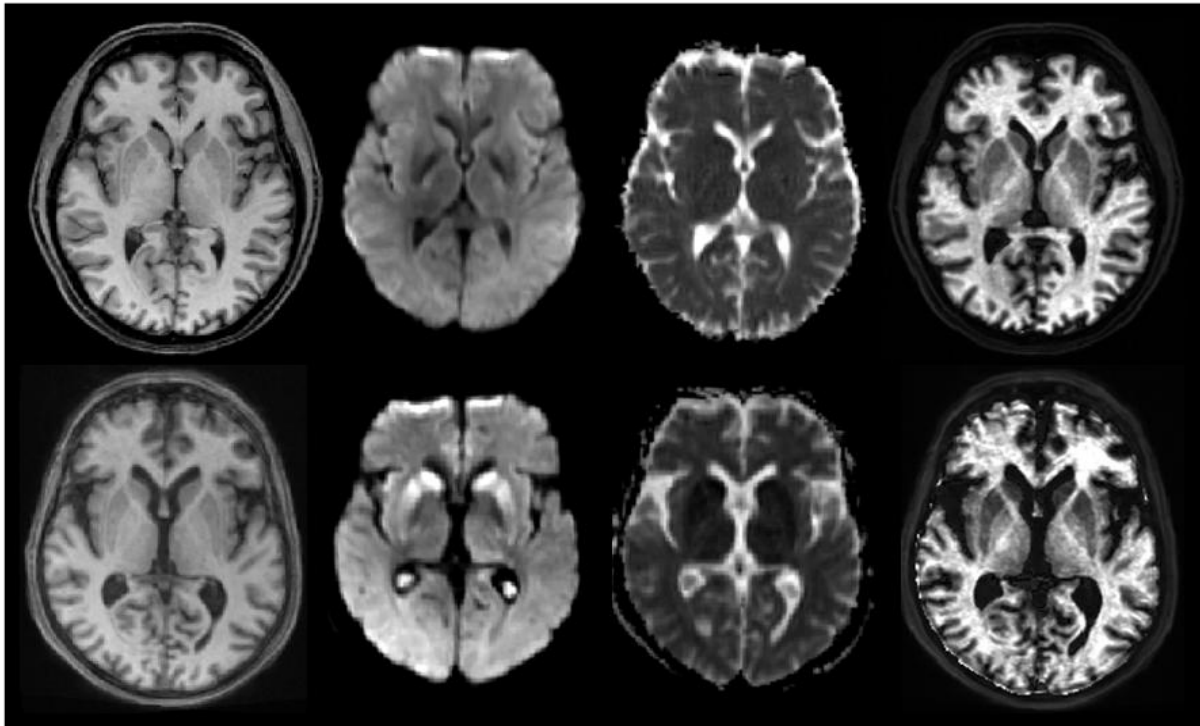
MRT-Aufnahmen einer gesunden und einer an sCJK erkrankten Person
